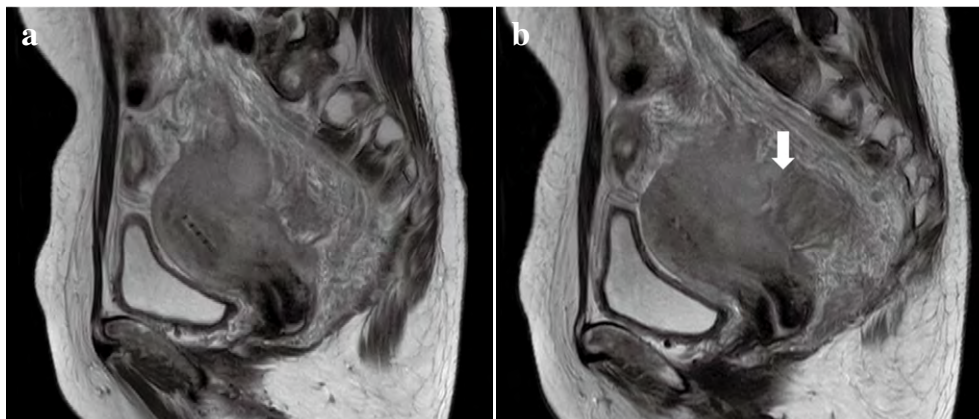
MRI (T2-weighted image)
